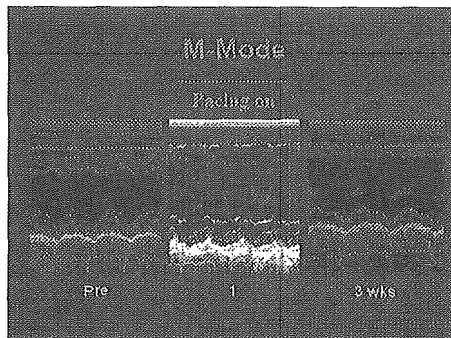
ペースメーカー刺激前、後の左室短軸径の M モード超音波画像。
